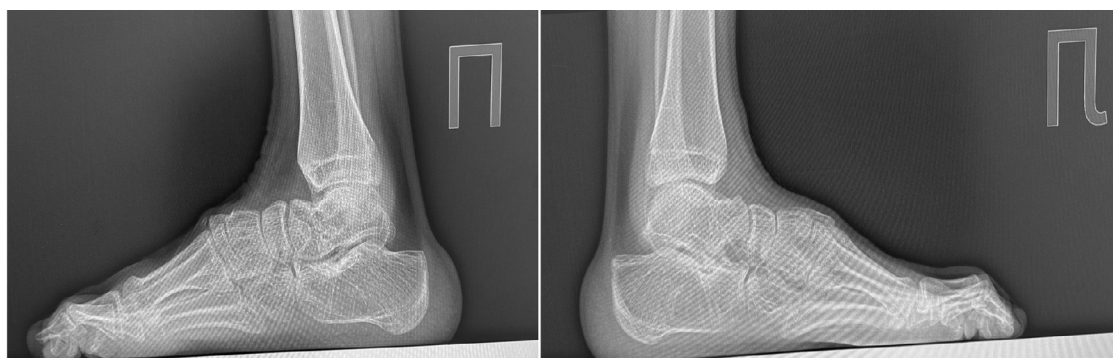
Рентгенография стоп после оперативного лечения.
